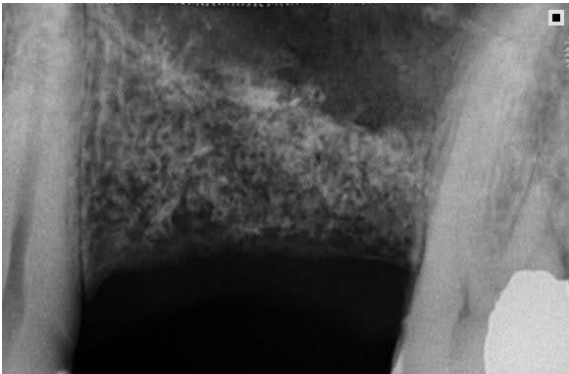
Radiografia inicial para instalação dos implantes (lado esquerdo).
